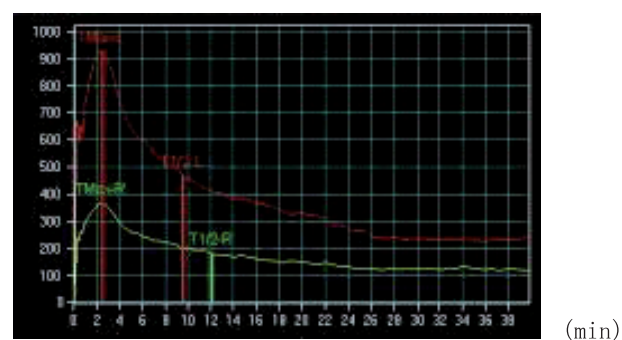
^{99m}Tc-MAG₃ Renal dynamic scintigraphy
